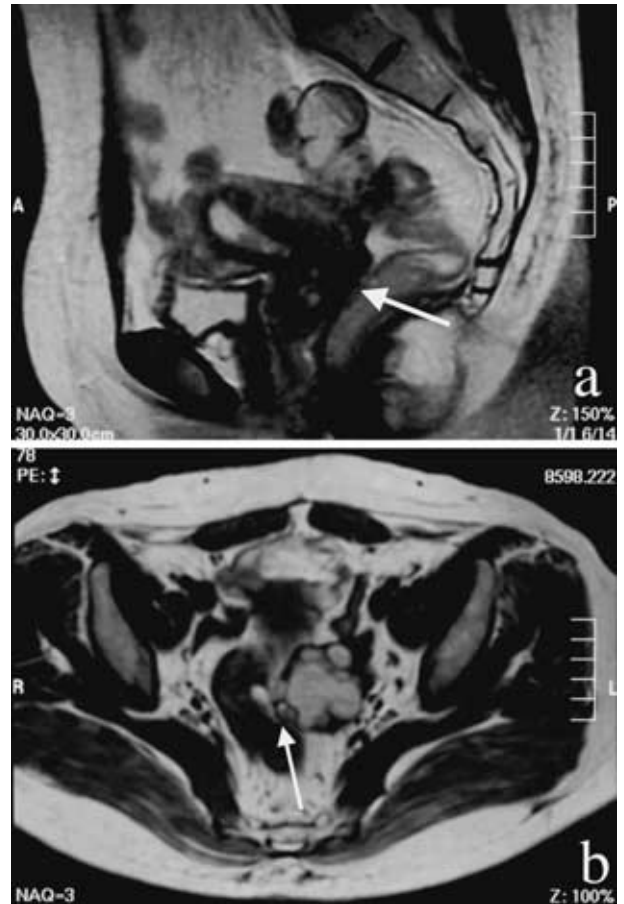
(a) Pelvic MRI (T1 weighted image, a : sagittal section, b : coronary section) showed low intensity mass arising the left ovary that invaded rectal wall.
